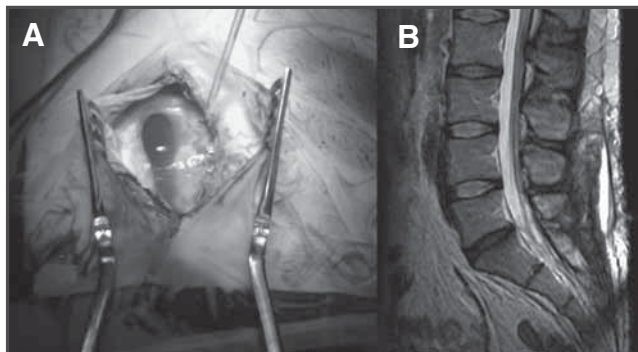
A. Seudomeningocele durante la intervención quirúrgica. B. RM posquirúrgica.
